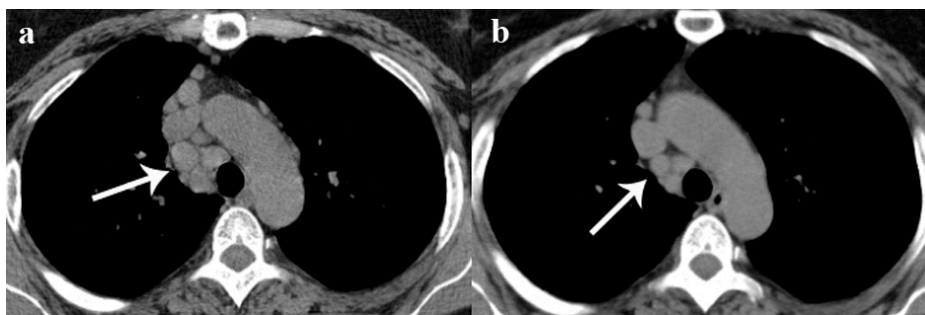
КТ ОГП хворої Б., 52 років: саркоїдоз II стадії. Лімфаденопатія нижніх паратрахеальних вузлів праворуч (стрілки) до лікування (а), регресія після тримісячної терапії метилпреднізолоном (b)
